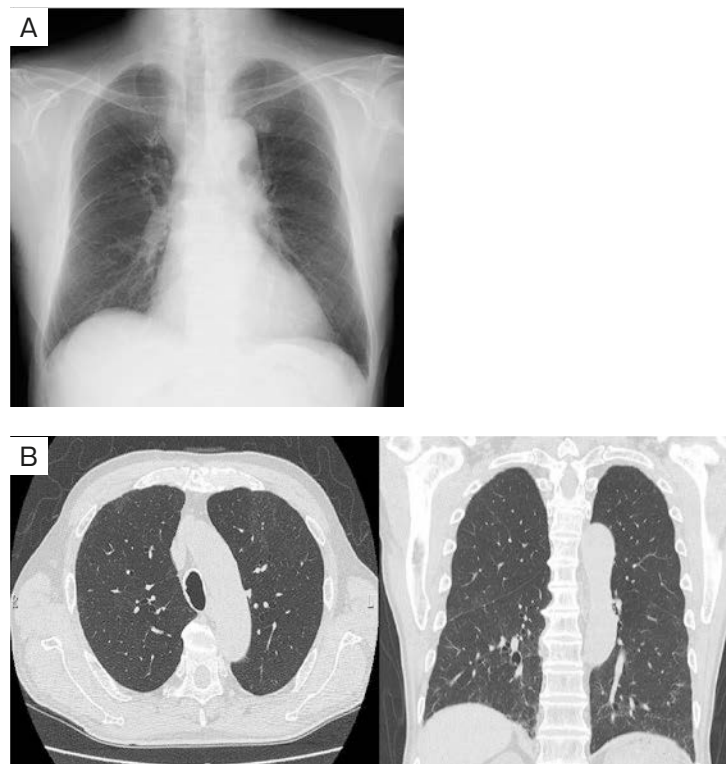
Imaging findings on day 17. Chest radiograph (A) and CT scan (B) showing almost complete disappearance of diffuse ground-glass opacification.
